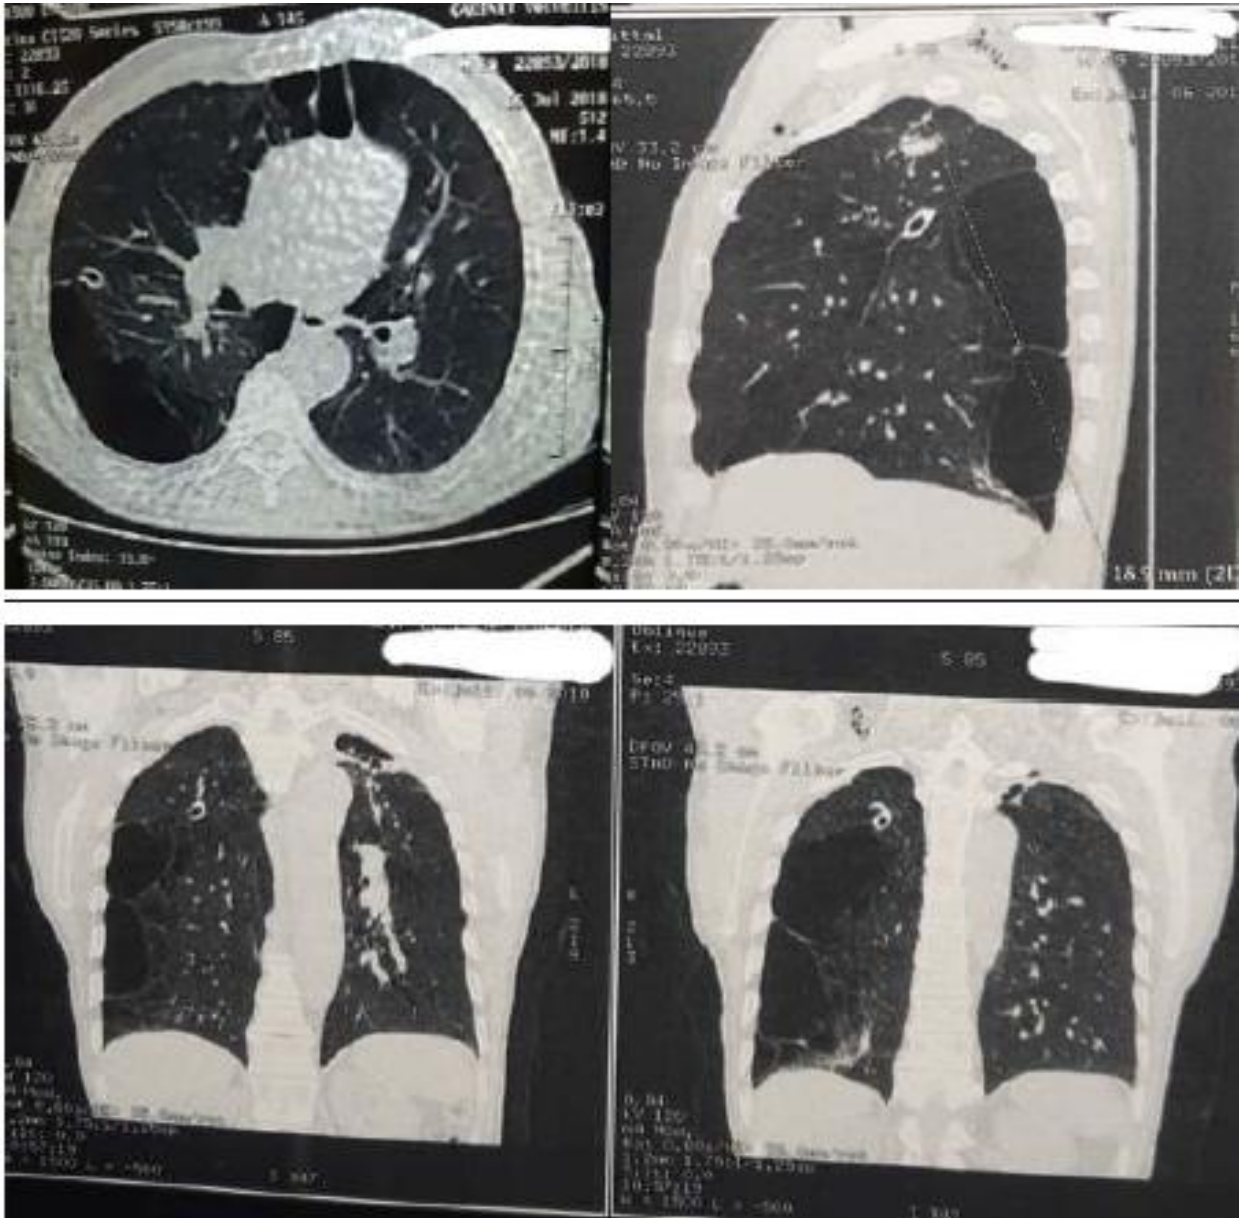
Aspects retrouvés à la TDM thoracique.
